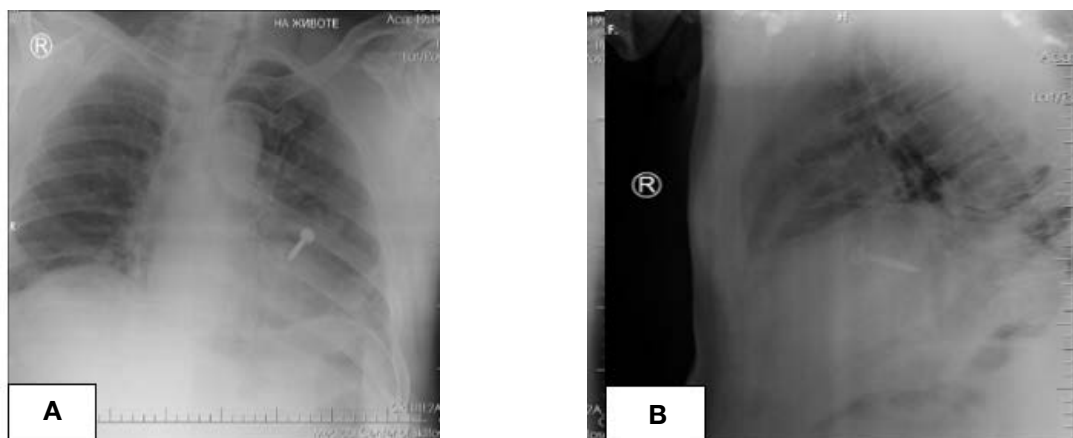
Рентгенограммы органов грудной клетки в двух проекциях. Инородное тело (дюбель): А – прямая проекция; В – боковая проекция
